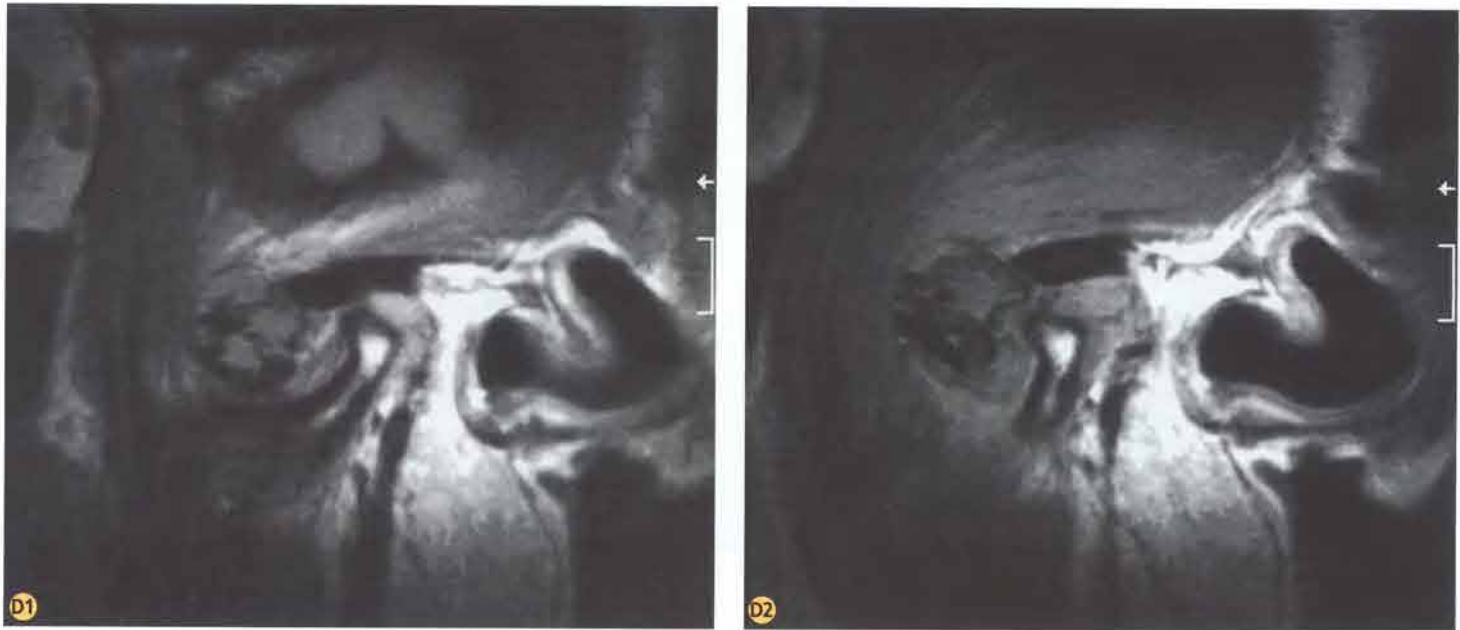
D1-D2. La RMN è l'esame strumentale più idoneo per lo studio di questa patologia. Le immagini dinamiche in chiusura ed apertura con testa in avanti mostrano la mobilità del materiale contenuto nell'articolazione.
